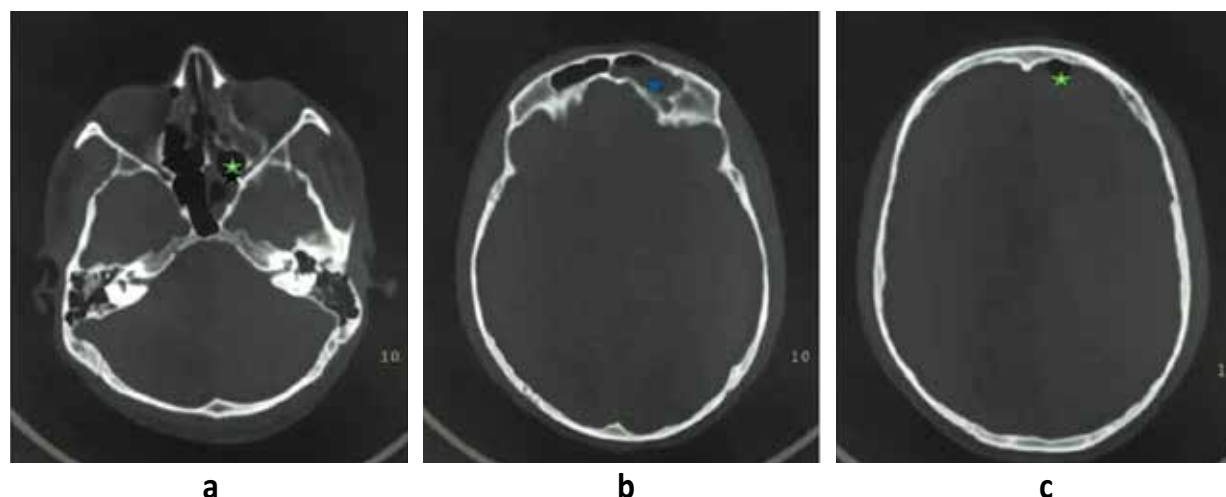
a. Tomografía helicoidal multicorte (TEM) ventana ósea se evidencia fractura a nivel de región etmoidal asociada a presencia de líquido. b. Se evidencia fractura a nivel de seno frontal izquierdo y presencia de hemorragia (★). c. Se evidencia neumoencefalo en región frontal izquierda (★).
